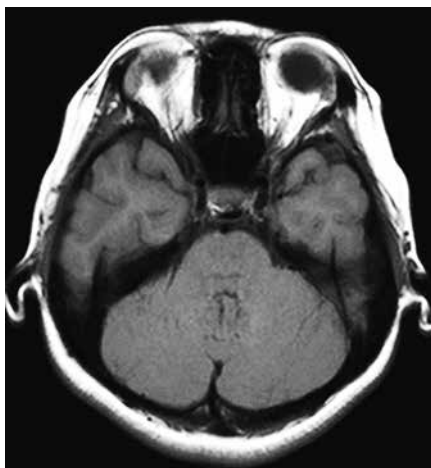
脳 MRI (Spin Echo 法 : 3.0T T1 強調画像 TR=593 ms TE=15 ms)
